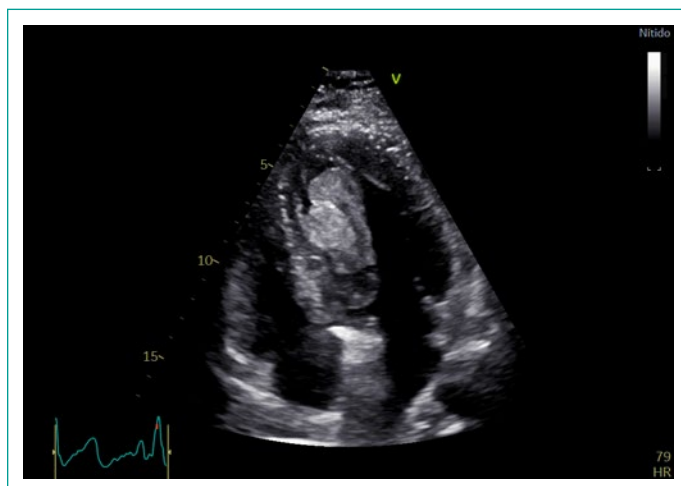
Ecocardiograma transtorácico eje apical 4 cámaras con presencia de tumoración intraventricular izquierda adosado a septum interventricular.
